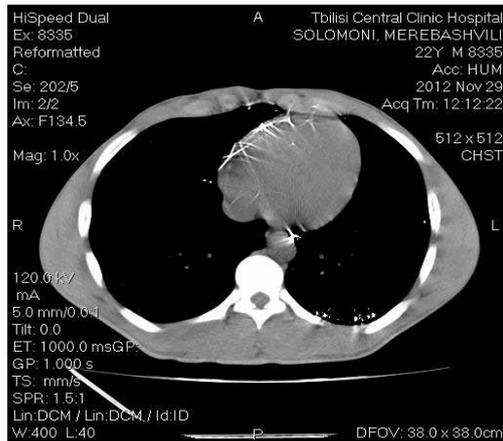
CT, axial plane, mediastinal window
